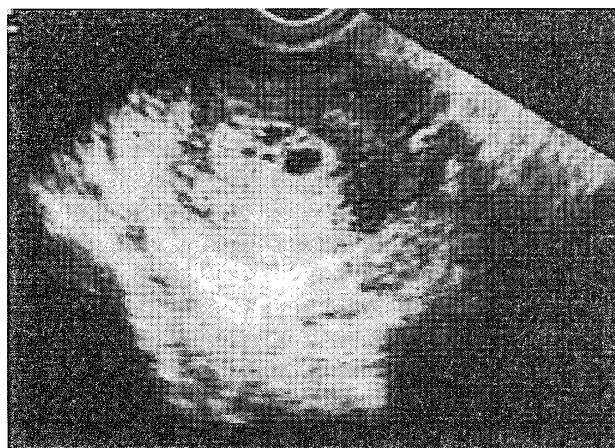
Transvaginal ultrasonographic appearance of the Tamoxifen-treated postmenopausal woman
